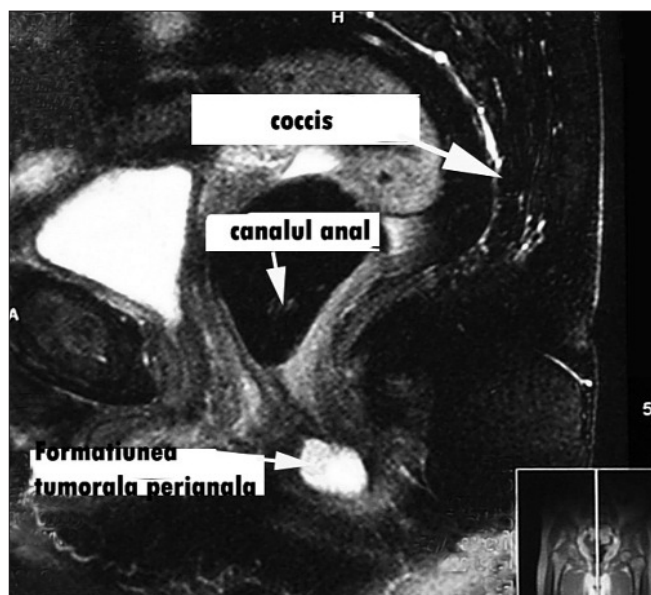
Examenul RMN al bolnavei cu leiomiosarcom perianal evidențiază tumora localizată în canalul anal
